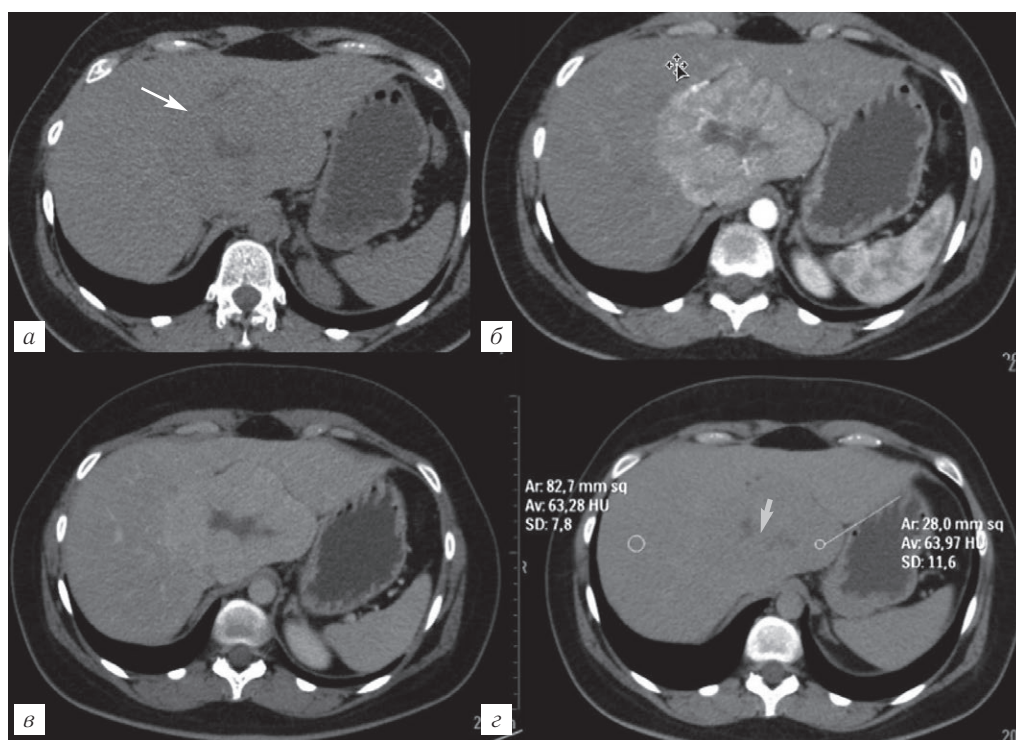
ФНГ. При бесконтрастном исследовании (а) — умеренно гиподенсное очаговое образование с центральной гиподенсной зоной (белая стрелка). В артериальную фазу (б) — выраженное накопление контрастного вещества, постепенное снижение плотности в венозную (в), в отсроченную фазу (г). При этом происходит накопление контрастного вещества зоной центрального рубца (короткая толстая стрелка). Протокол МСКТ: болюсное введение 90 мл Ультрависта 370, скорость иньекции 4,8 мл/с. Преследователь болюса — солевой раствор в дозе 50 мл, введен с аналогичной скоростью.
